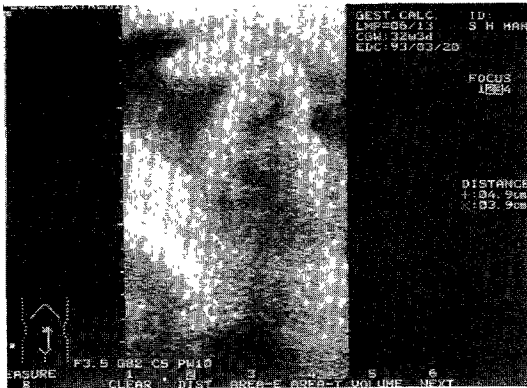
An ultrasonographic finding of a fetus with short limb in uterus.
